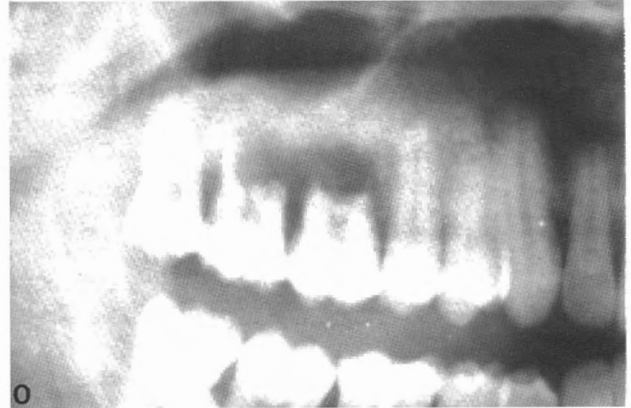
Detalle de la ortopantomografía donde se visualiza la lesión que afecta a los molares 16 y 17.
